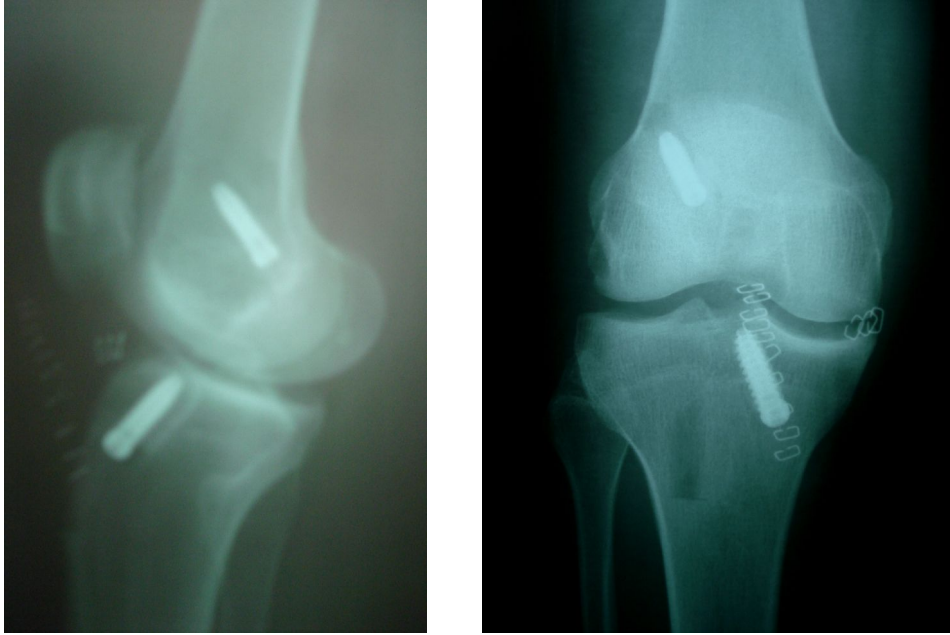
4. olgumuzun x-ray ve MRG grafileri
